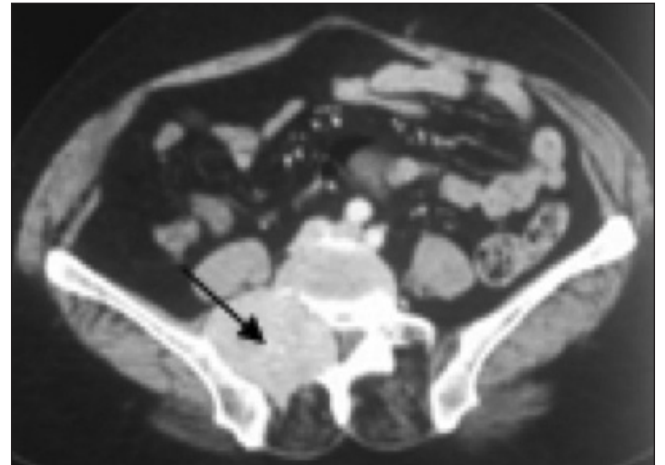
TDM pelvienne en coupe axiale: lésion ostéolytique de nature secondaire au niveau de L5 et l'aileron sacré droit.
